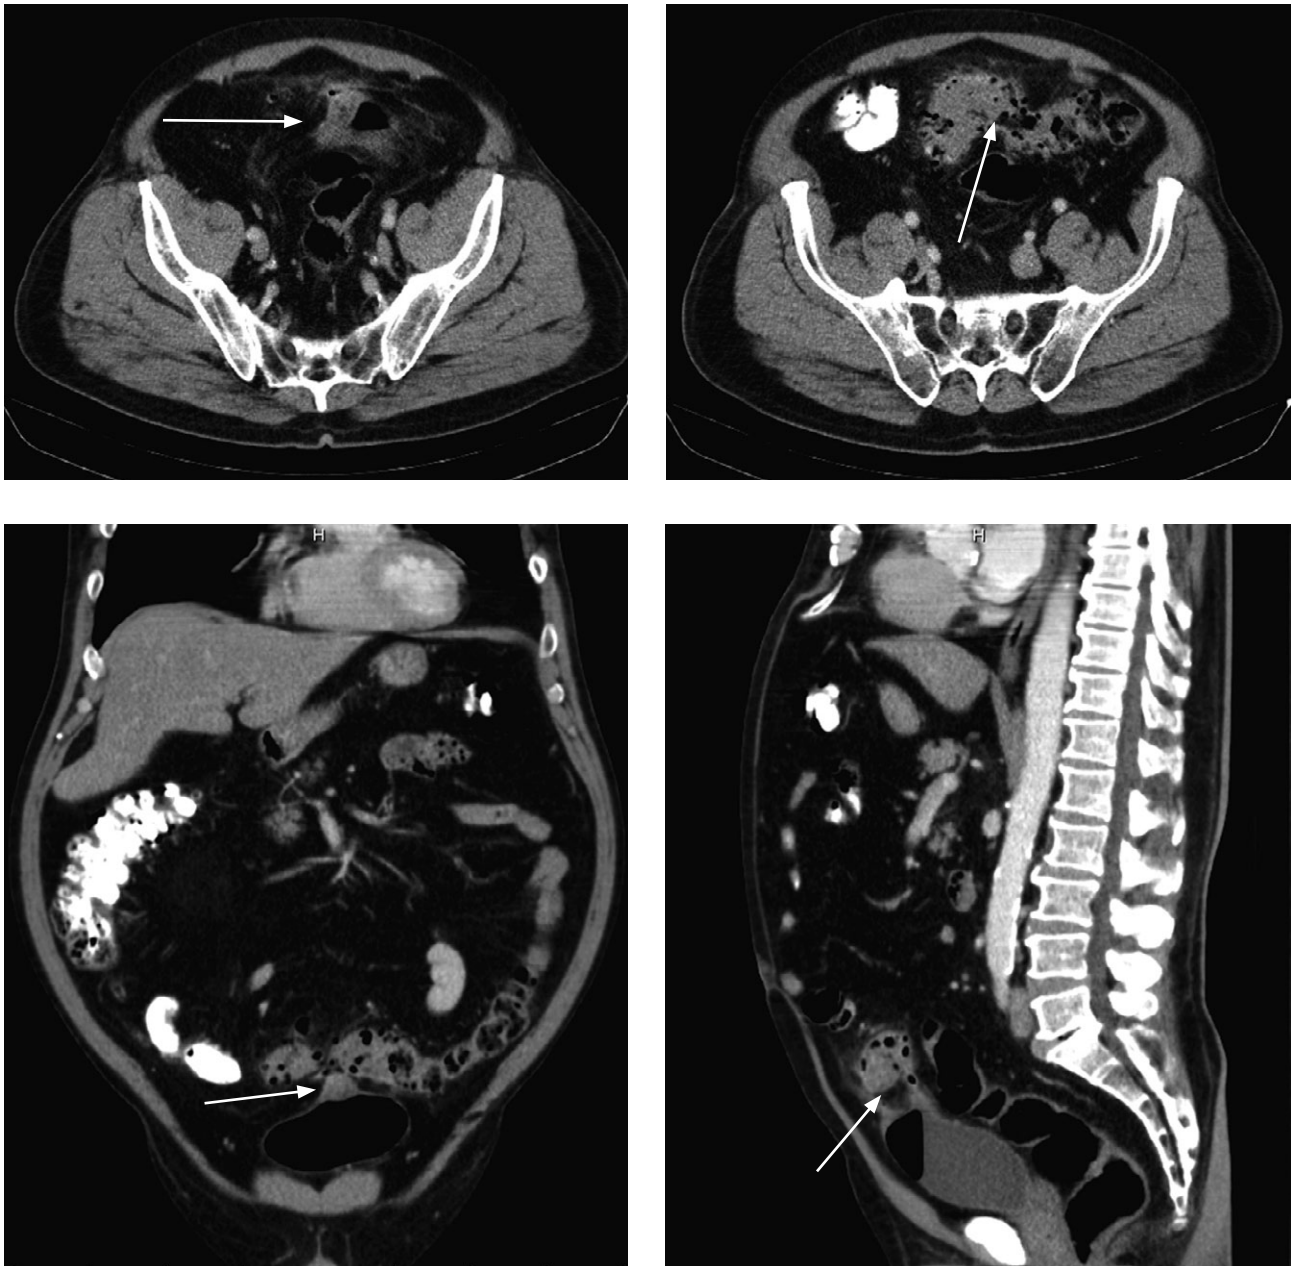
CT irigografia – akútna divertikulitída, spikulácie, infiltrácia tukového tkaniva.
